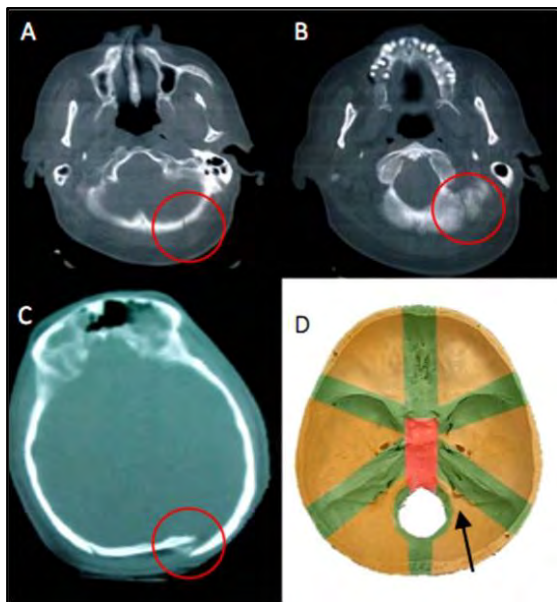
(A; B y C) TAC de cerebro (ventana ósea) corte axial, objetivándose fractura (círculos rojos) clase III izquierda, (D) base de cráneo objetivando trazo fracturario (flecha negra) en fractura clase III.
